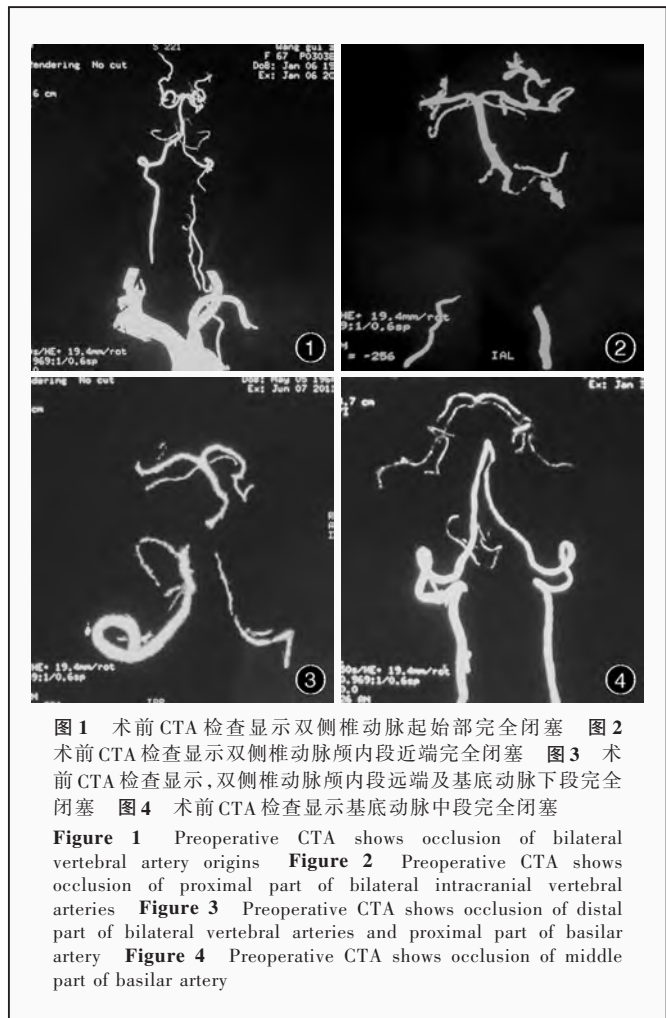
术前 CTA 检查显示双侧椎动脉起始部完全闭塞 图 2 术前 CTA 检查显示双侧椎动脉颅内段近端完全闭塞 图 3 术前 CTA 检查显示, 双侧椎动脉颅内段远端及基底动脉下段完全闭塞 图 4 术前 CTA 检查显示基底动脉中段完全闭塞
